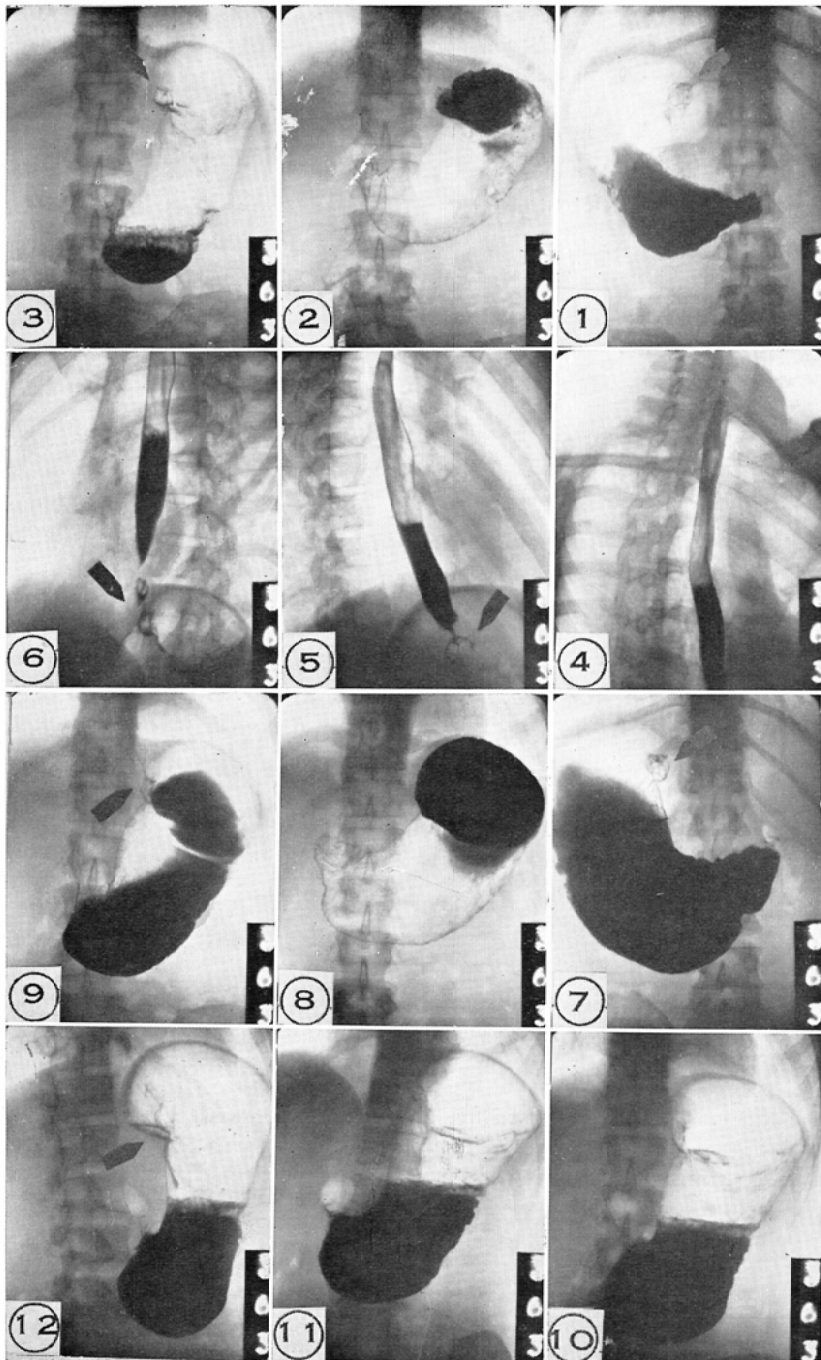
X-ray films taken with the 12-exposure indirect radiographic method at the Keio Cancer Detection Center, showing the X-ray findings in the esophagus and stomach in a case with Borrmann II type advanced carcinoma. The lesion on the cardia can be demonstrated on films 1, 3, 5, 6, 7, 9 and 12. The lesion is the most clearly visualized on films 1, 5, 7 and next on films 9 and 12.
